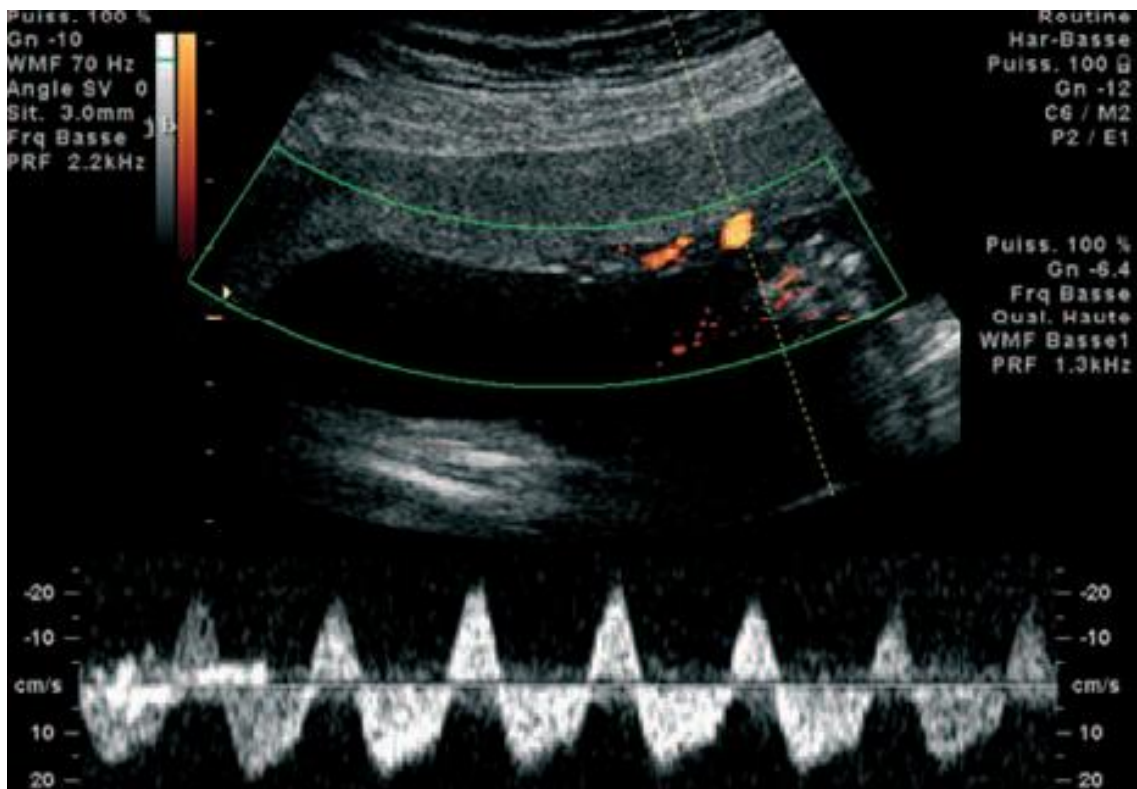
Spectre doppler pulsé d'une anastomose artério artérielle (bi phasique), montrant la présence de deux spectres artériels opposés dans une GG mono chorale. [15]
